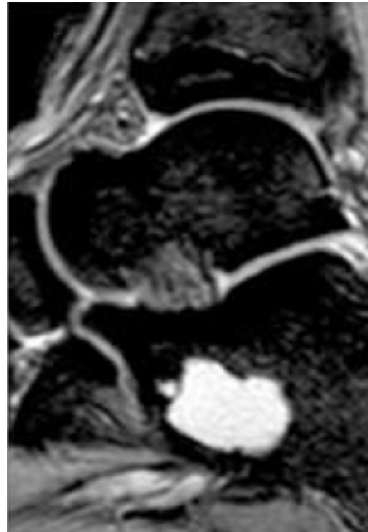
Coupe IRM sagittale en pondération T2 de la cheville : Kyste osseux simple. Lacune bien limitée du calcanéum, sans cloisons, en hypersignal intense T2 témoignant de la composante liquidienne [103].
